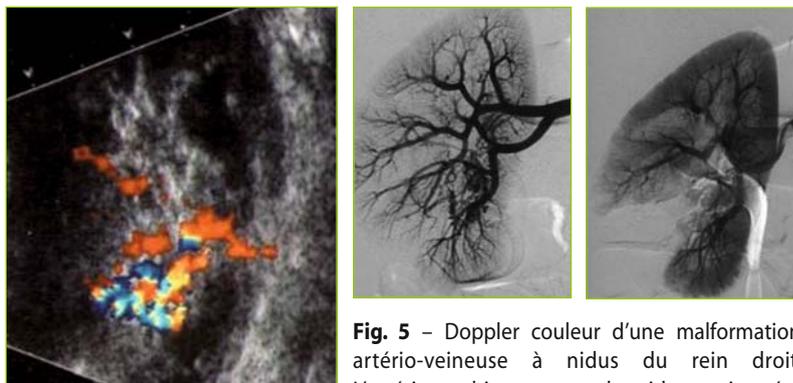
Doppler couleur d'une malformation artério-veineuse à nidus du rein droit. L'artériographie retrouve le nidus, qui a été embolisé à l'aide de colle biologique (Glubran®).
